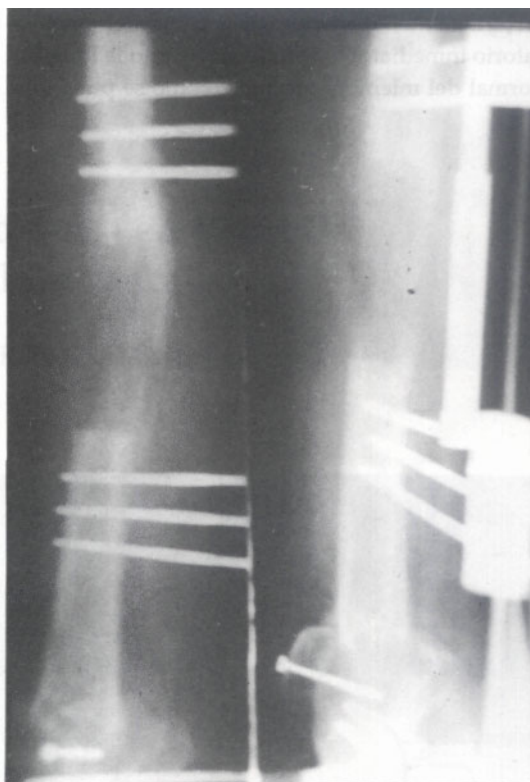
Radiografía con fijador colocado y en el período de alargamiento.
